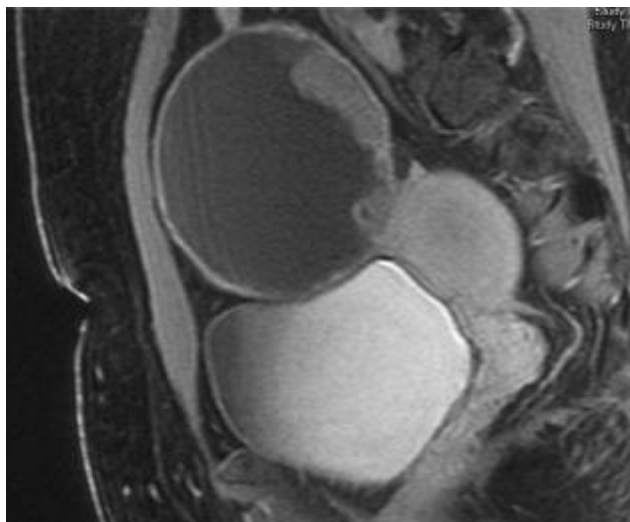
IRM d'une patiente âgée 55 ans avec un tératome ovarien mature cancérisé [28]
